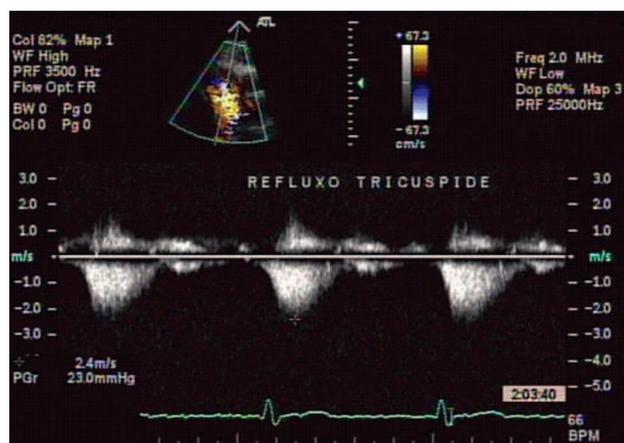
Insuficiência tricúspide importante evidenciada pelo ecocardiograma transtorácico
